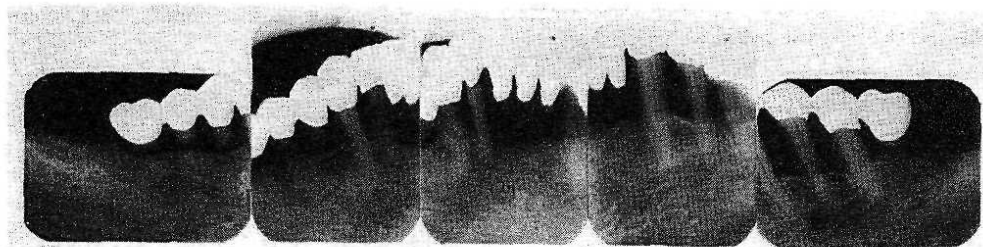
Control radiographs obtained 5 years after treatment.
